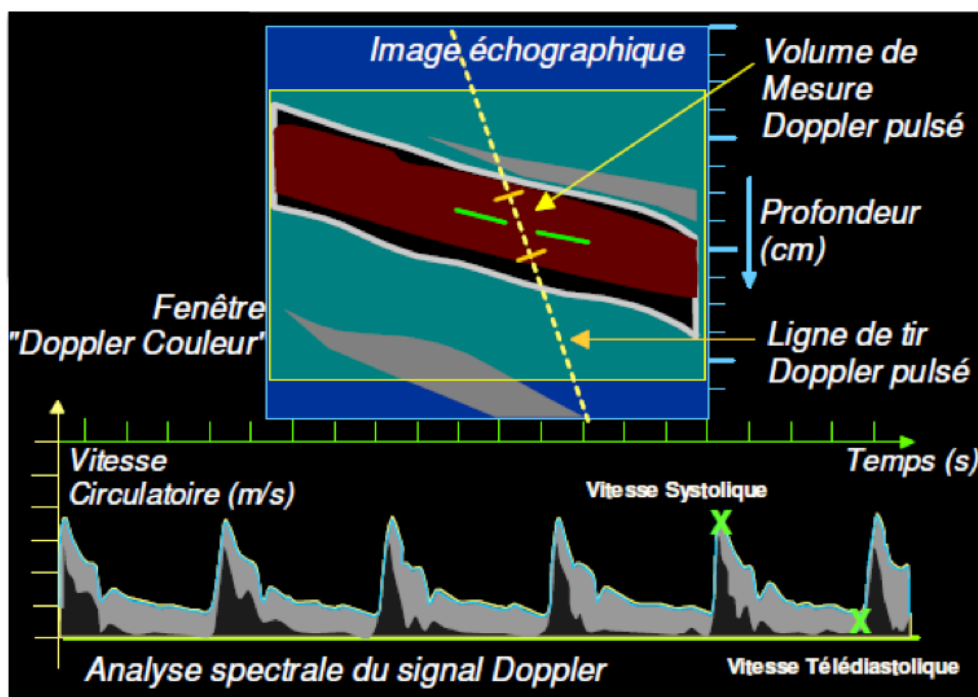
Analyse spectrale du signal Doppler
